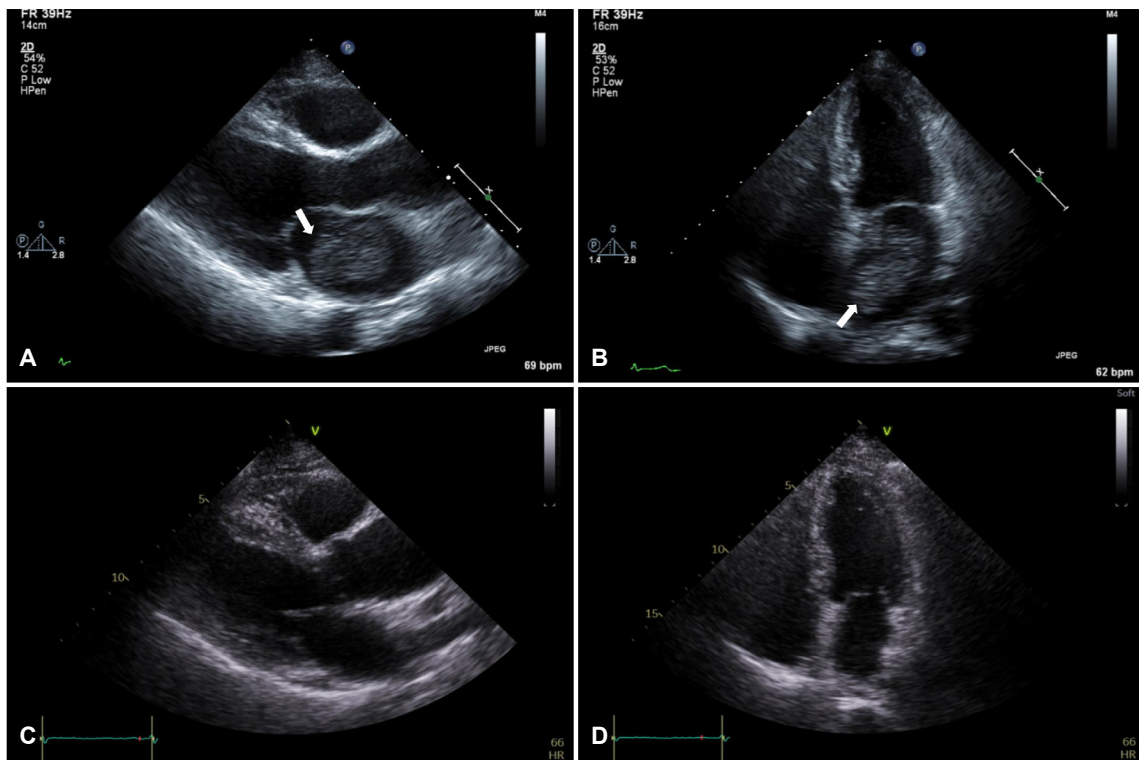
(A) Echocardiographic parasternal long axis view showing left atrium myxoma (arrow). (B) Echocardiographic apical four chamber view showing left atrium myxoma (arrow). (C, D) Seven years later, echocardiographic parasternal long axis and apical four chamber view showed no sign of myxoma recurrence.
